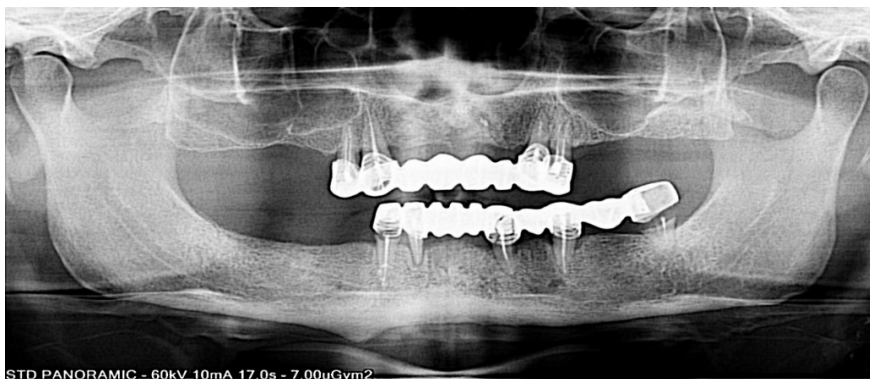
Пацієнтка Б., ортопантомограма: руйнування опорних зубів у 3-4 квадрантах
